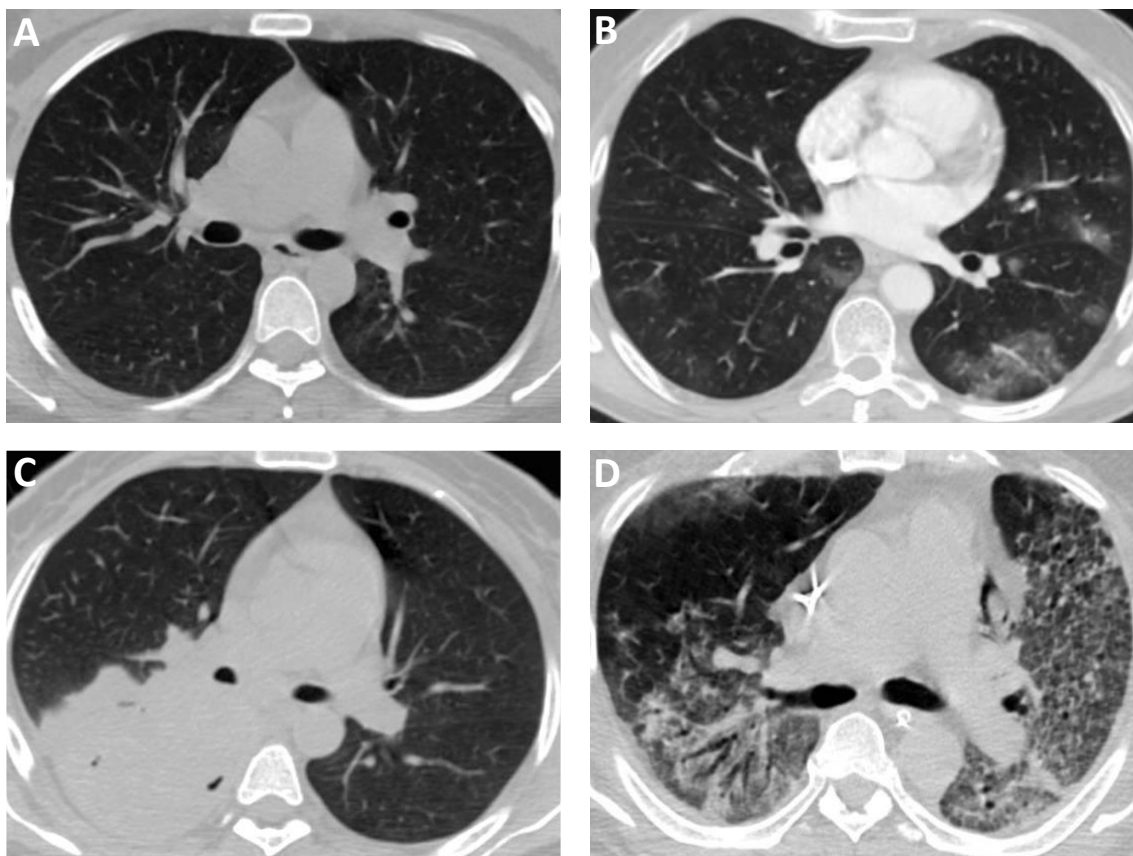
Patrones de neumonía. A. TC de tórax normal. B. TC de tórax con patrón de neumonía con infiltrado en vidrio despulido. C. TC de tórax con patrón de neumonía con consolidación. D. TC de tórax con patrón de neumonía en empedrado.
